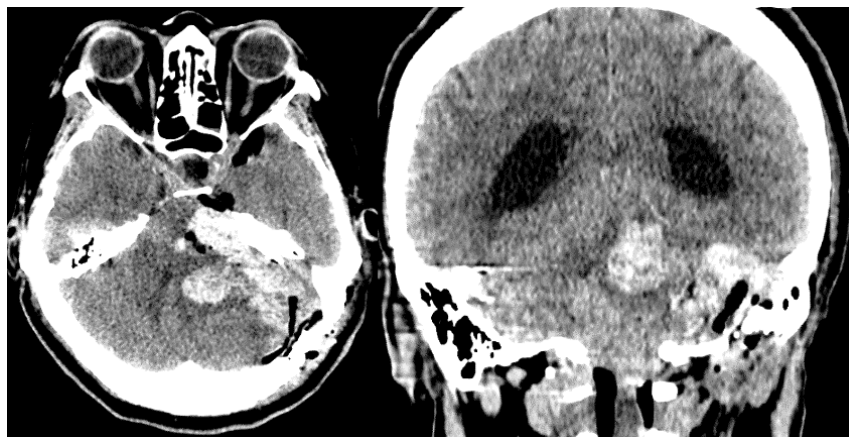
КТ головного мозга через 3 часа после оперативного вмешательства, визуализируется гематома в ложе удаленной опухоли
